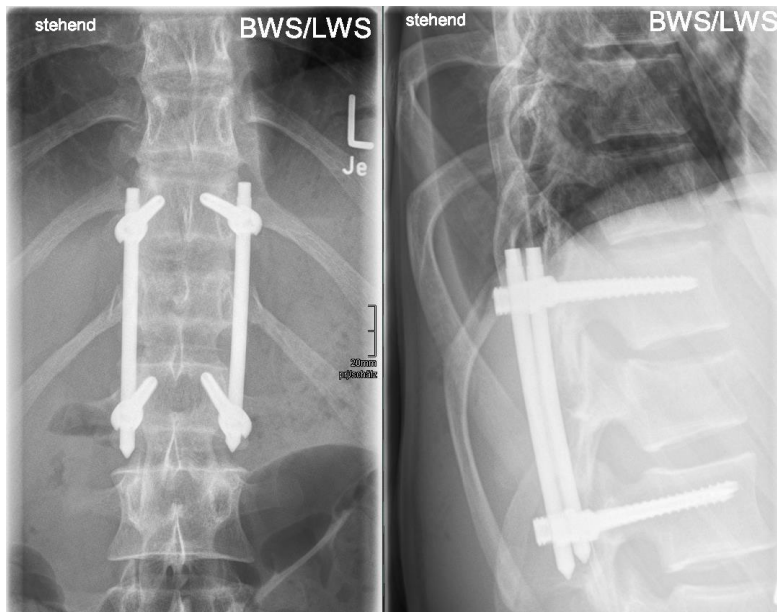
Postoperative Röntgenaufnahme (anterior-posterior und seitlich im Stehen) nach perkutaner dorsaler Stabilisierung mittels monoaxialem Schraubensystem
